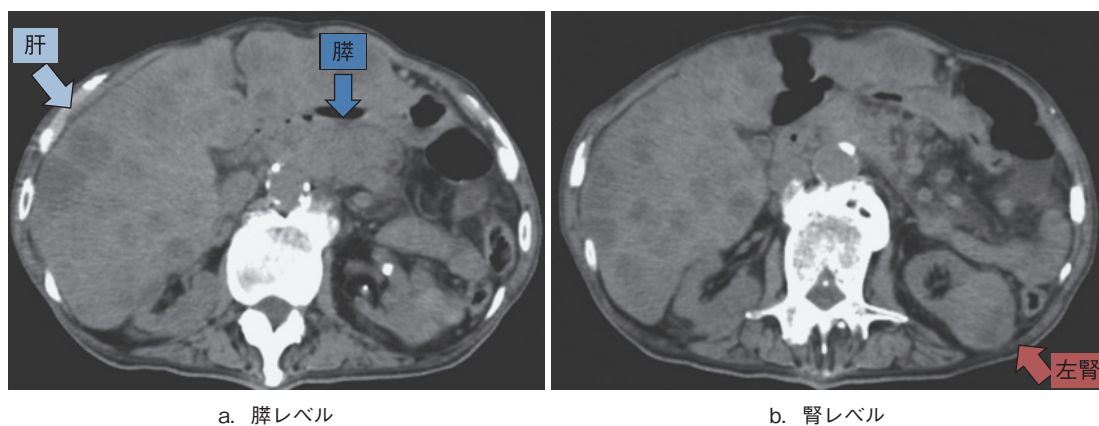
胸・腹・骨盤単純 CT. 膵に 54×47mm の分葉状腫瘍，肝では多発する低吸収腫瘍がある．左腎に腫瘍性病変がある．
